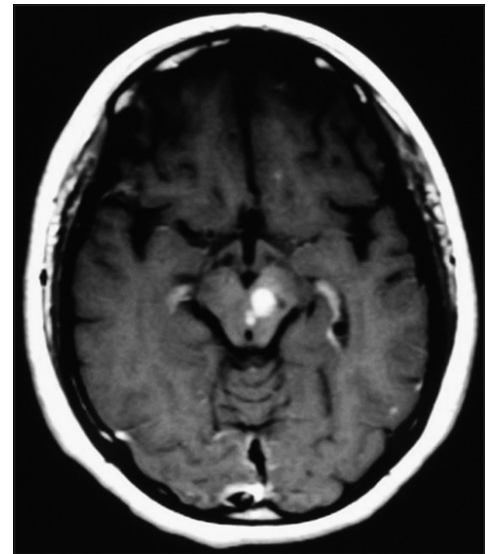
RM. Plano axial. T1 con gadolinio. Se visualiza reducción de tamaño de la imagen.
